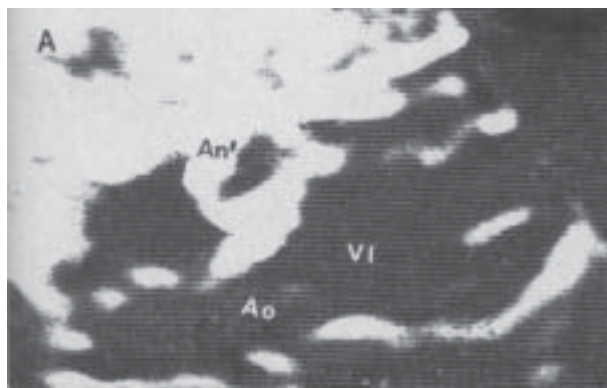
A. Ecocardiograma bidimensional, desde la posición subcostal longitudinal, con el haz ultrasónico orientado a la emergencia de la aorta, en una de nuestras dos primeras pacientes con enfermedad de Kawasaki. Obsérvese la estructura vascular circular, de gruesas paredes, situada por delante de la raíz aórtica, correspondiente a un aneurisma proximal de la arteria coronaria derecha (An'). B. Ecocardiograma Modo M derivado de la imagen bidimensional, pasando el cursor Modo M por el centro de la estructura An'. Las flechas señalan la línea de ecos ondulantes (an'), por delante de la pared anterior aórtica, similar a la observada en el caso descrito en la Figura 5.
